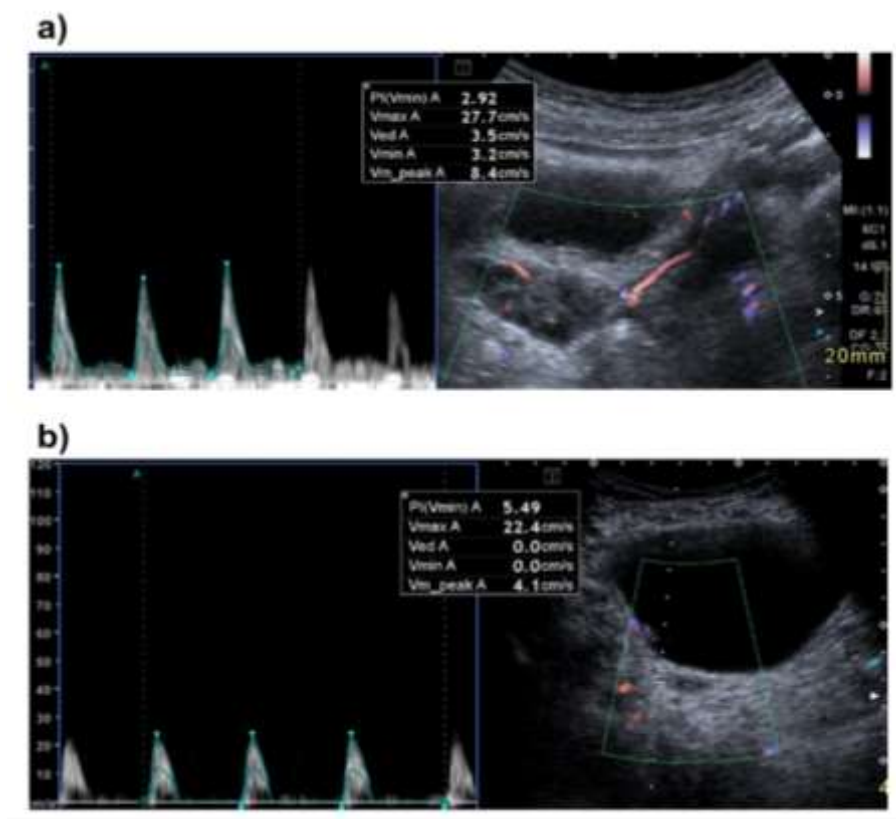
Ultrassonografia com Doppler de artérias uterinas: a) Antes do tratamento com aGnRH: ondas de fluxo sistólico amplas com sinal de fluxo ininterrupto durante a diástole (índice de pulsatilidade = 2,9); b) Durante o tratamento com aGnRH: ondas de fluxo sistólico estreitas sem fluxo diastólico (índice de pulsatilidade = 5,5). Cortesia da Dr^a Iara Lucena.
